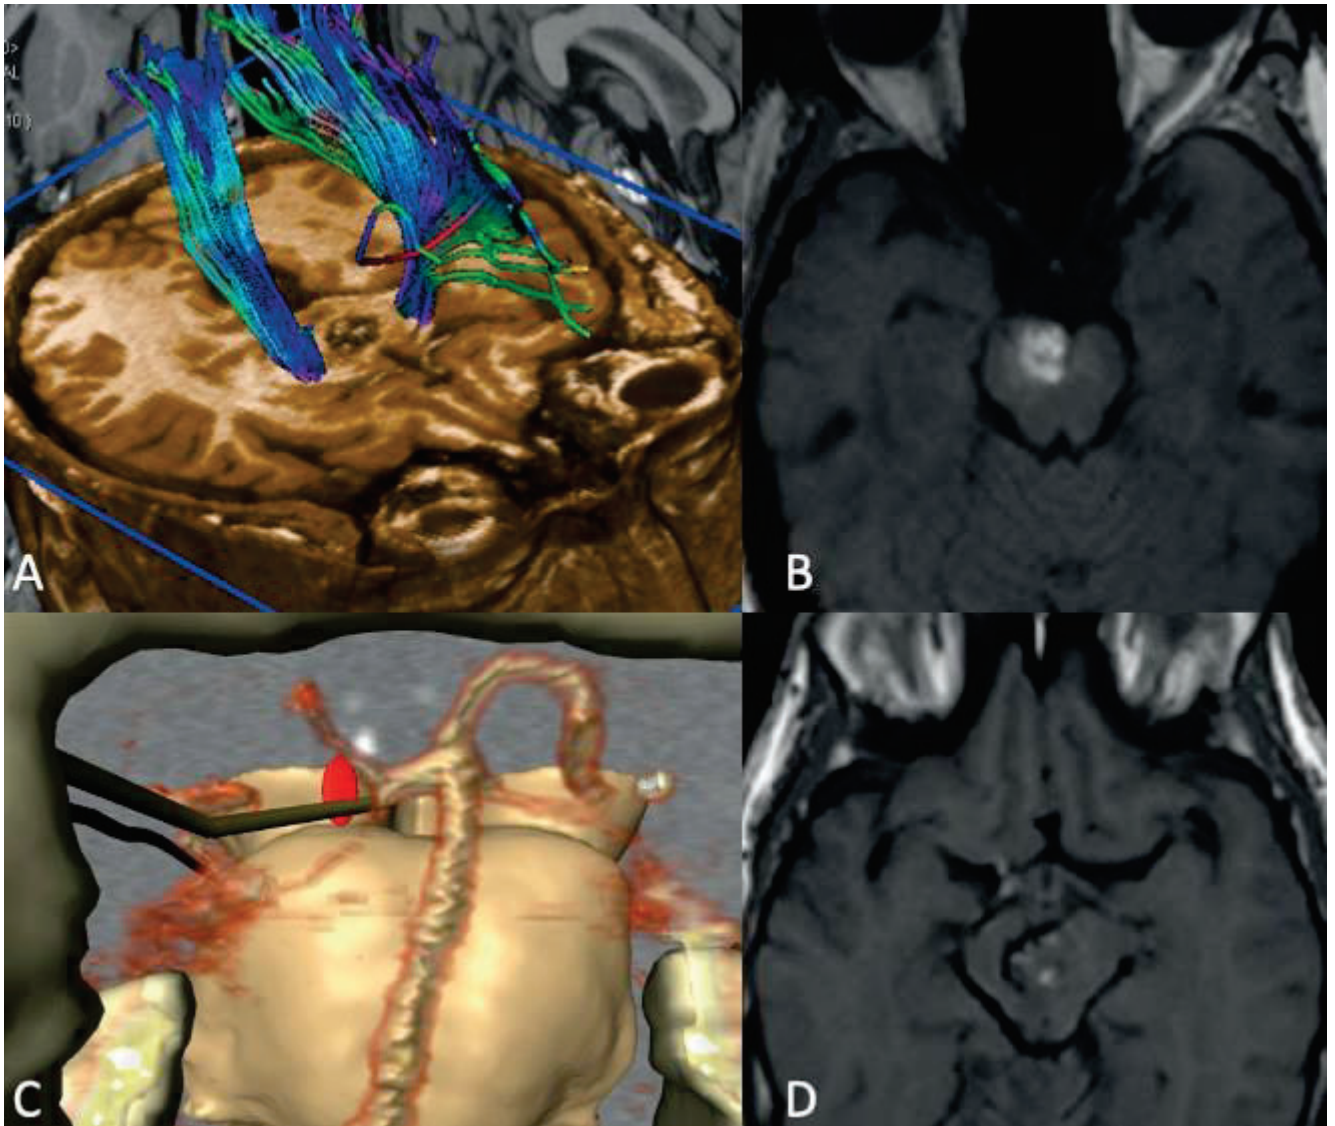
Neuroradiological study and anatomical 3D visualization of the entry zone to the brainstem via endoscopic endonasal approach in Case #1. Diffusion tensor imaging (a) was performed to show the relationship between the mesencephalic cavernoma and right corticospinal tract. Axial preoperative imaging (b) showed spontaneous bleeding of the cavernoma, while postoperative axial magnetic resonance imaging (d) revealed gross total removal. (c) Dedicated reconstruction showed the position of the anterior mesencephalic zone.
